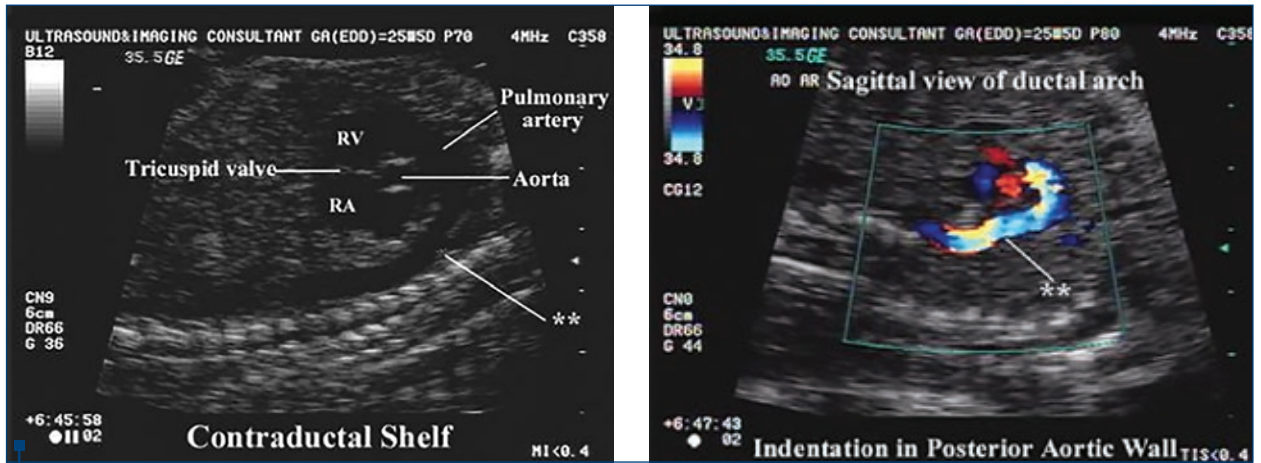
Contraductal shelf (sursă: <http://www.fetalultrasound.com/online/text/7-040.htm>)
